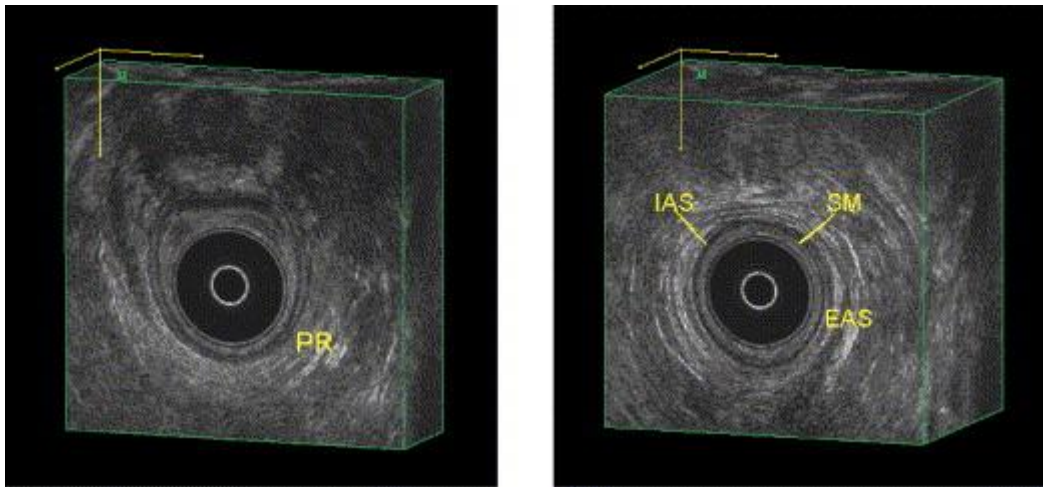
a: Anale Endosonographie, normale Anatomie des Analsphinkters und puborectalen Muskels im 3D imaging: (links) Frontalsicht des puborectalen Muskels (PR); (rechts) Frontalsicht des Analsphinkters. SM, Submucosa; IAS, interner Analsphinkter; EAS, externer Analsphinkter, nach Felt-Bersma R J (2006)
